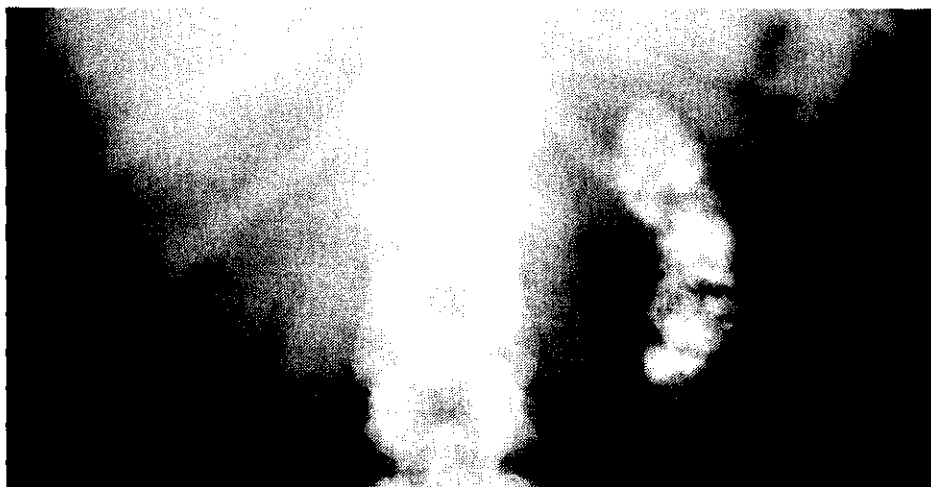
TB renal. Radiografía simple de abdomen. Riñón «mastic» izquierdo. Riñón izquierdo atrófico y densamente calcificado.
